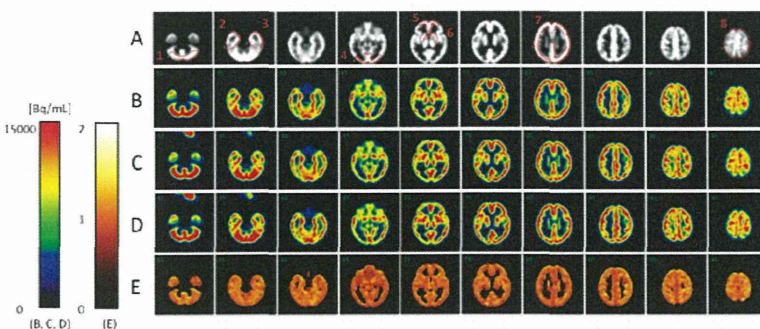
3D脳ファントムのデジタル画像と設定されたROI (A)。Case 1-3におけるPET画像 (B)-(D)。デジタル画像とCase 3でのPET画像との比の画像 (E)。
